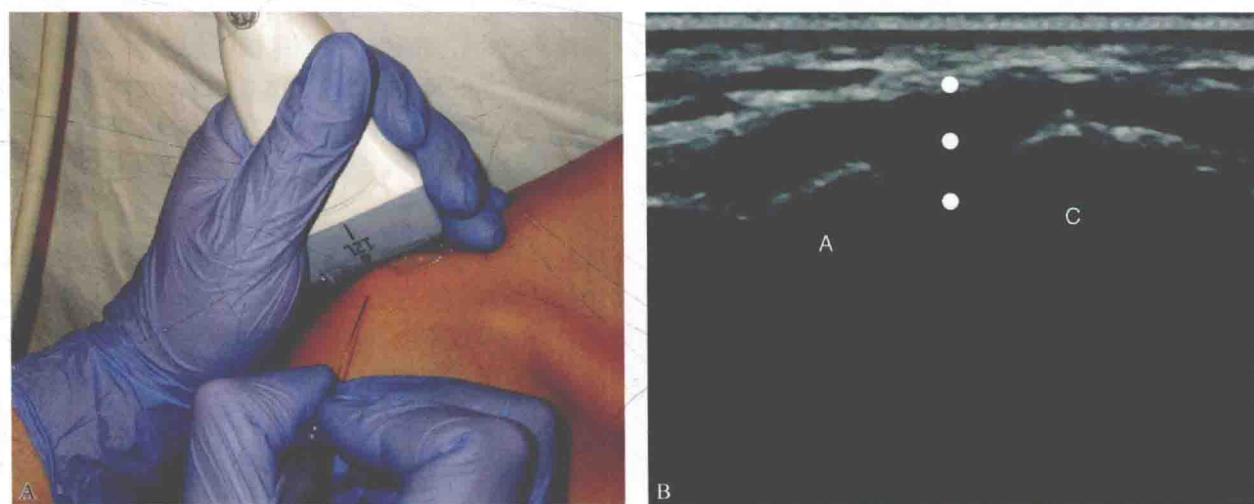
A.如图所示用渐入技术进行穿刺（此图所示为肩锁关节）；B.肩锁关节超声图像，点代表针进入关节的路径。A.肩峰；C.锁骨
